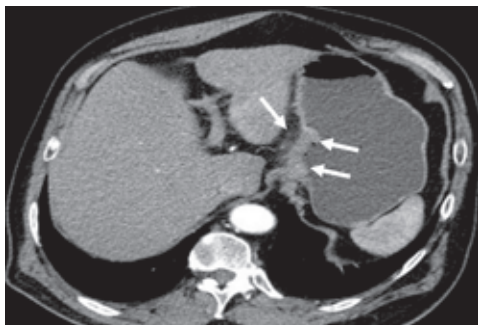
КТ в аксиальной плоскости в артериальной фазе сканирования. Интенсивное контрастирование и утолщение слизистой оболочки антрума (стрелки)
